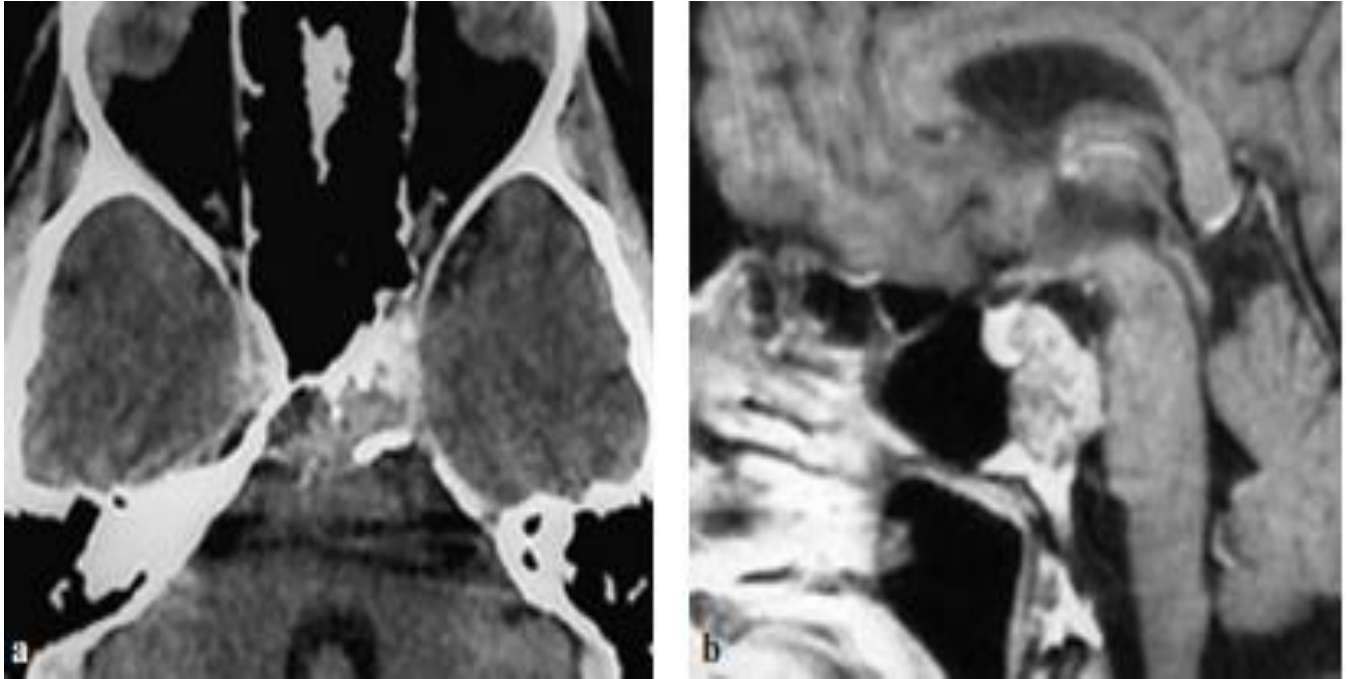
Chordome : TDM cérébrale coupes axiale après injection(a), IRM sagittale T1 après gadolinium (b). Lésion assez bien limitée, lytique, médiane touchant le clivus. Rehaussement homogène après injection de produit de contraste.
